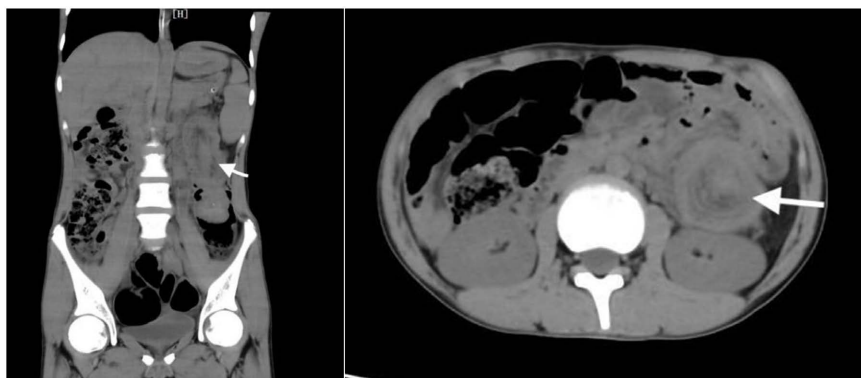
CT image data of the patient (the arrow points to the intussusception obstruction)
